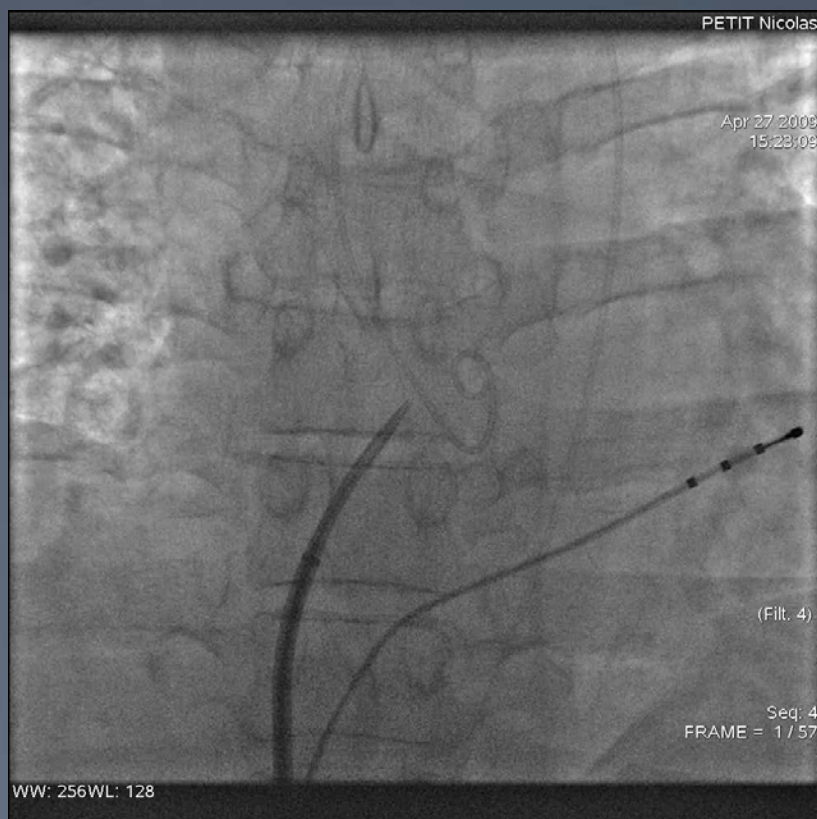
Image integration using Cartomerge in patients undergoing catheter ablation for paroxysmal and persistent AF does not significantly improve the clinical outcomes, but shortens the X-Ray exposure.
